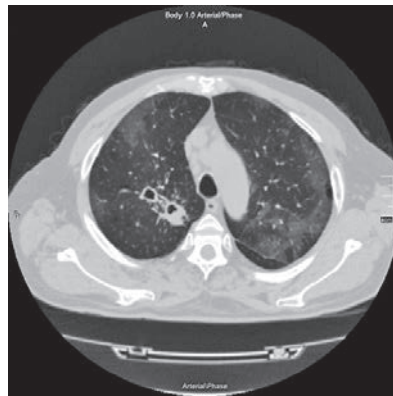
Аксіальний зріз КТ ОГК хворого П. на тому самому рівні на тлі вірусної пневмонії (COVID-19)
